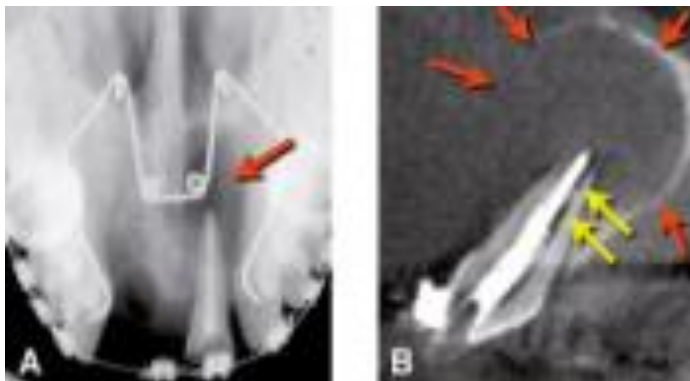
Deficiencia en la obturación y su análisis a través de una imagen obtenida de la CBCT (Fuente: Canalda, Carlos. Endodoncia, técnicas clínicas y bases científicas. 3° Ed. Elsevier Masson. España, 2014, pp.102)
